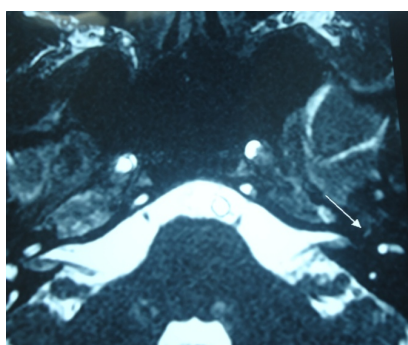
IRM de l'angle pontocérébelleux, coupe axiale, séquence T2, anomalie de signal au niveau de la 1^{ère} portion du nerf facial.
